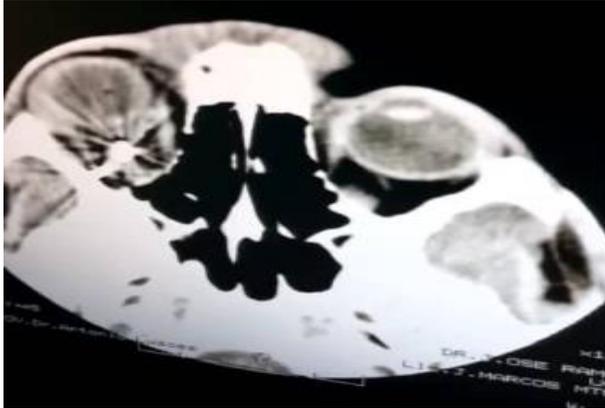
TAC de órbita donde se observa imagen de cuerpo extraño intraorbitario.
